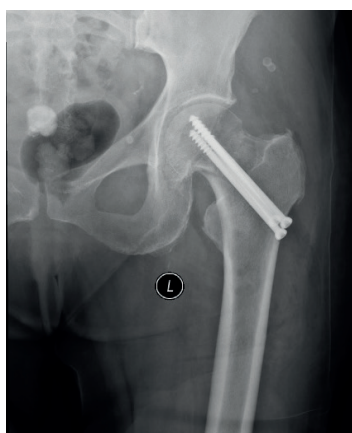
Рентгенограмма левого тазобедренного сустава пациентки П. после операции (прямая проекция)
